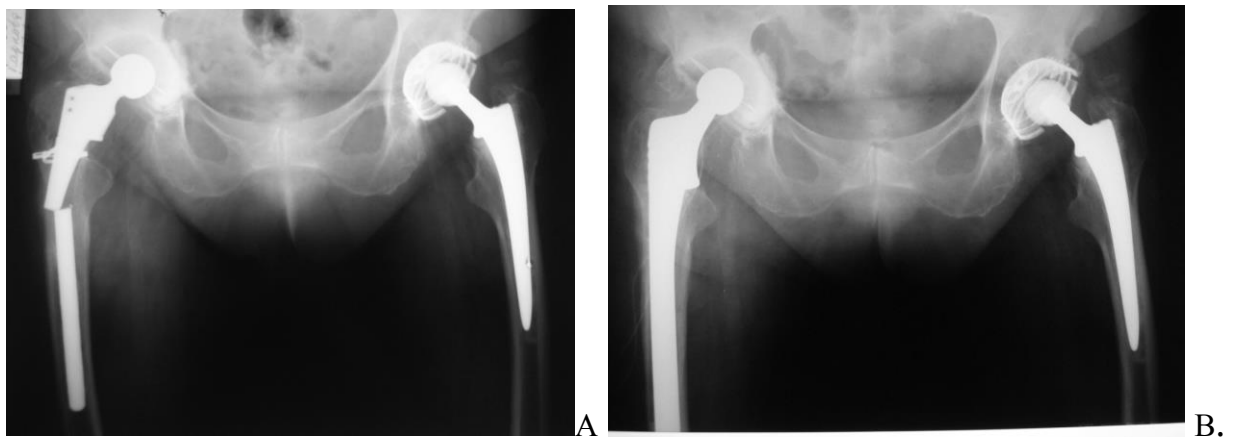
А. Рентгенограммы пациентки К., 67 лет. Перелом ножки ревизионного эндопротеза на уровне стержня (бесцементная фиксация) правого тазобедренного сустава. В. Рентгенограммы после ревизии. Замена на ножку Solution (DePuy) дистальная фиксация в непораженной части бедренной кости.
